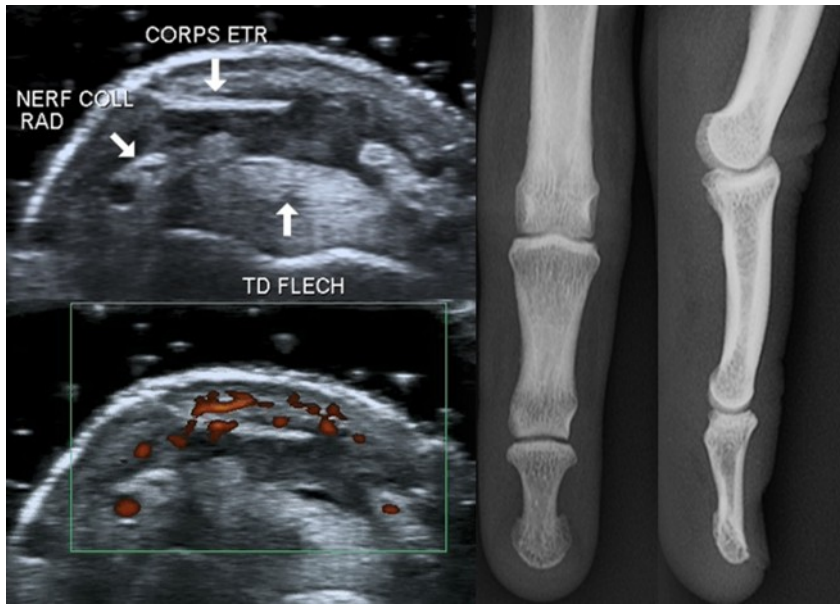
Echarde de bois (coupes axiales échographiques – cliché simple). Image linéaire échogène, à la face palmaire des tendons fléchisseurs, au-dessus du paquet neurovasculaire collatéral radial. Notez la réaction inflammatoire périphérique hypoéchogène hyperhémisée. Le corps étranger était non visible sur les clichés simples
